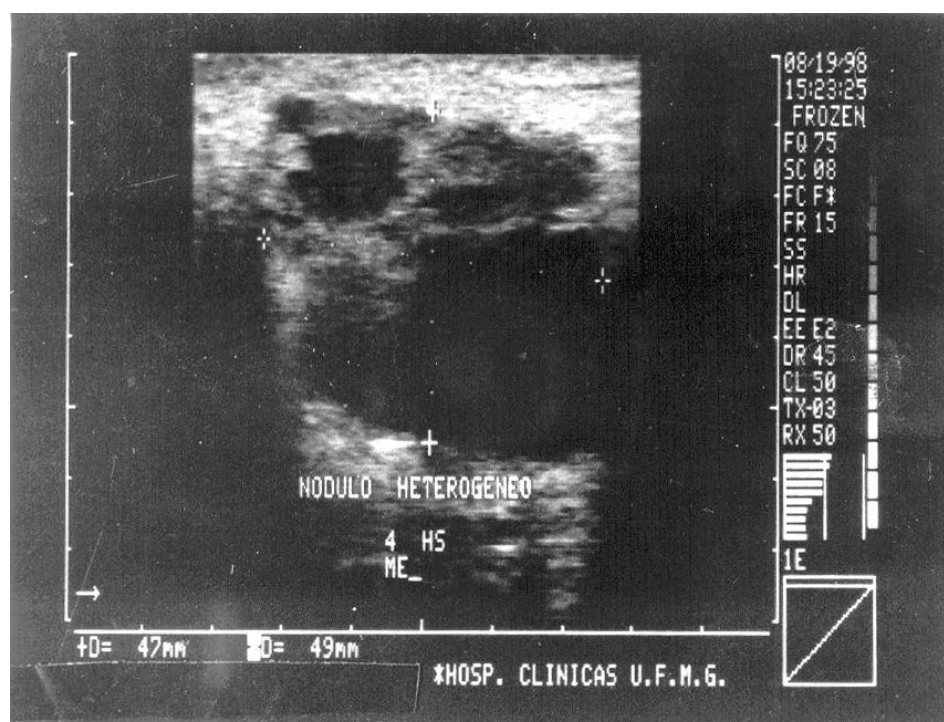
Tumor mamário detectado por ultra-sonografia.
